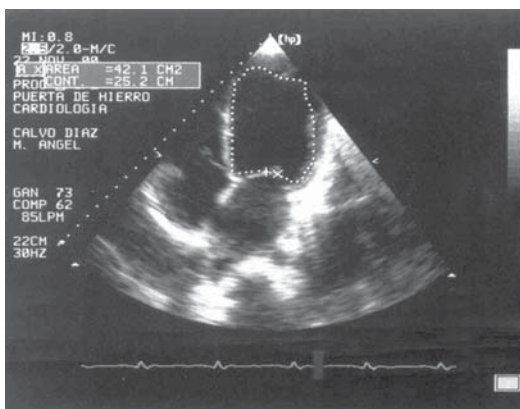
Ecocardiograma transtorácico que muestra dilatación de cavidades, en especial del ventrículo izquierdo
